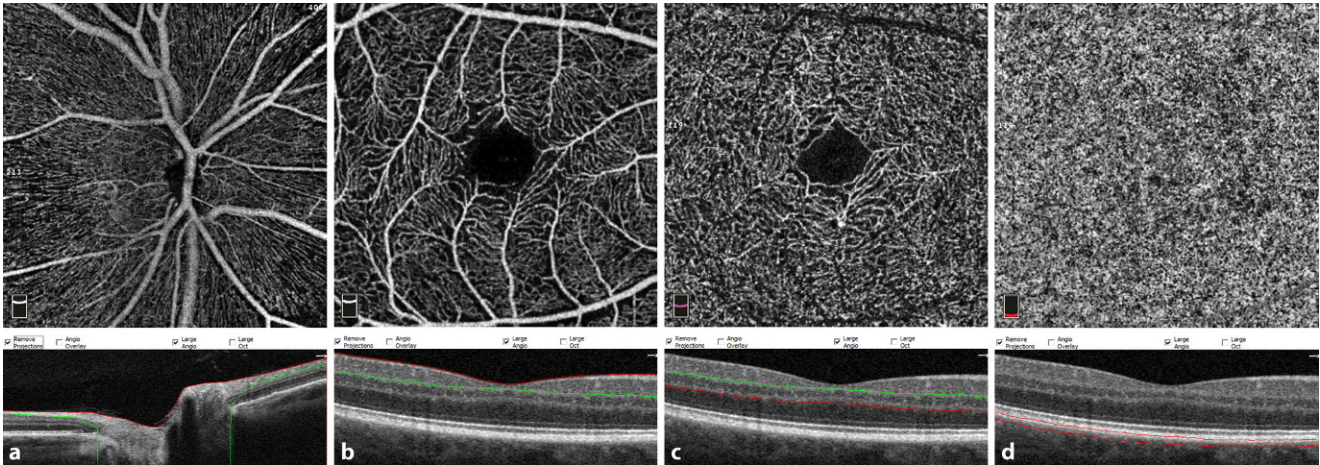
▲ a–d Beispielhafte Darstellung der Gefäßdichte mittels optischer Kohärenztomographie-Angiographie (OCT-A) der radialen peripapillären Kapillaren („radial peripapillary capillaries“ [RPC] im Bereich der Papille (a) und im oberflächlichen (b) und tiefen kapillären Plexus (c) sowie in der Choriokapillaris (d) im makulären 3×3 OCT-Angiogramm
